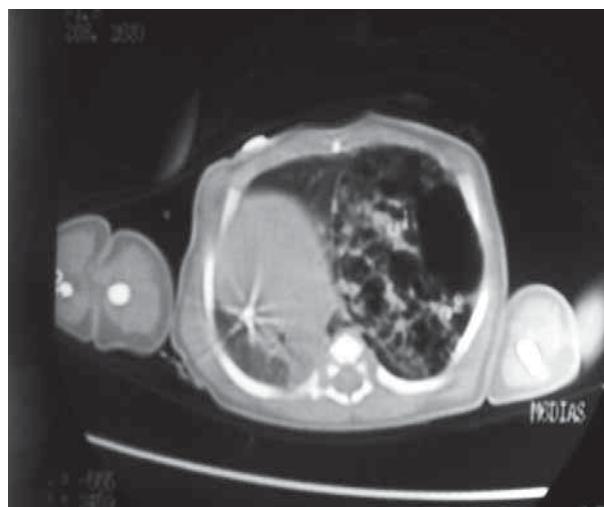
Tomografía de tórax. Imagen multilobulada con septos en su interior de contenido en ambos lóbulos del pulmón izquierdo.
